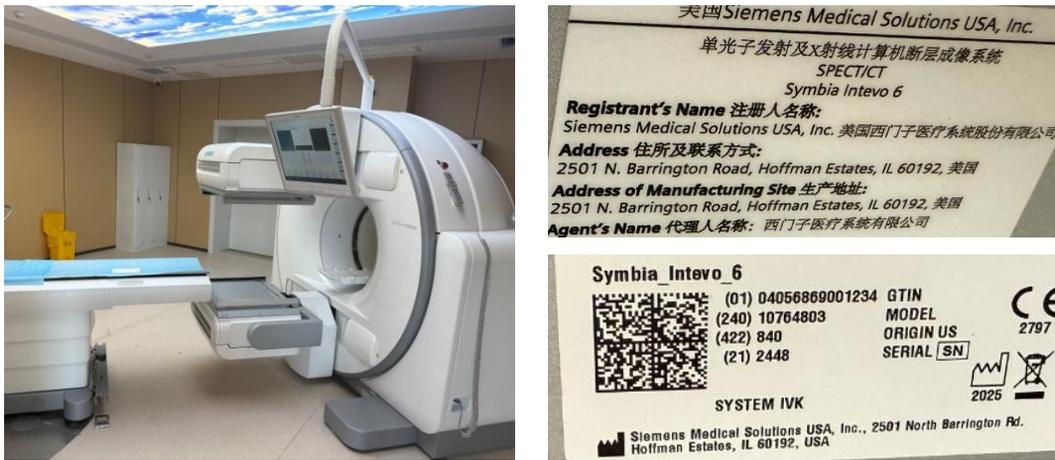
本项目 SPECT/CT 设备外观图和设备铭牌
